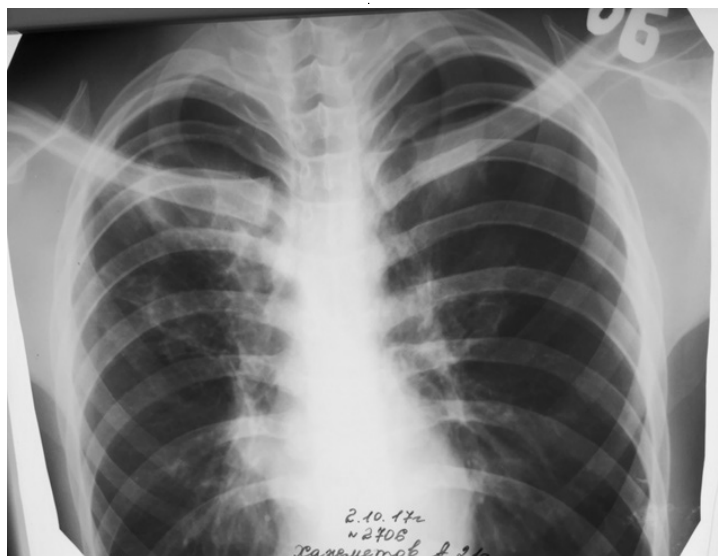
Обзорная рентгенограмма органов грудной клетки больного Х., 22 лет до клапанной бронхоблокации
